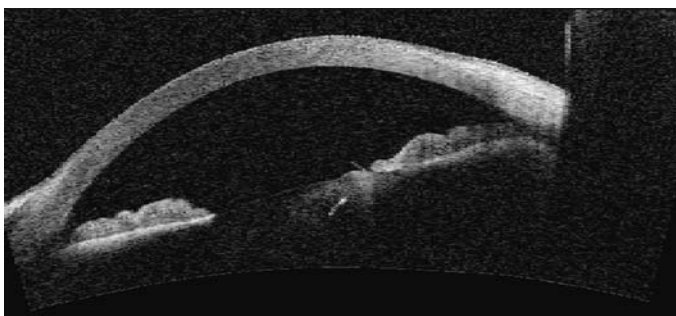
Aspect tomographie en cohérence optique ou *optical coherence tomography* (OCT) du même patient avec visualisation du corps étranger intracristallinien.
